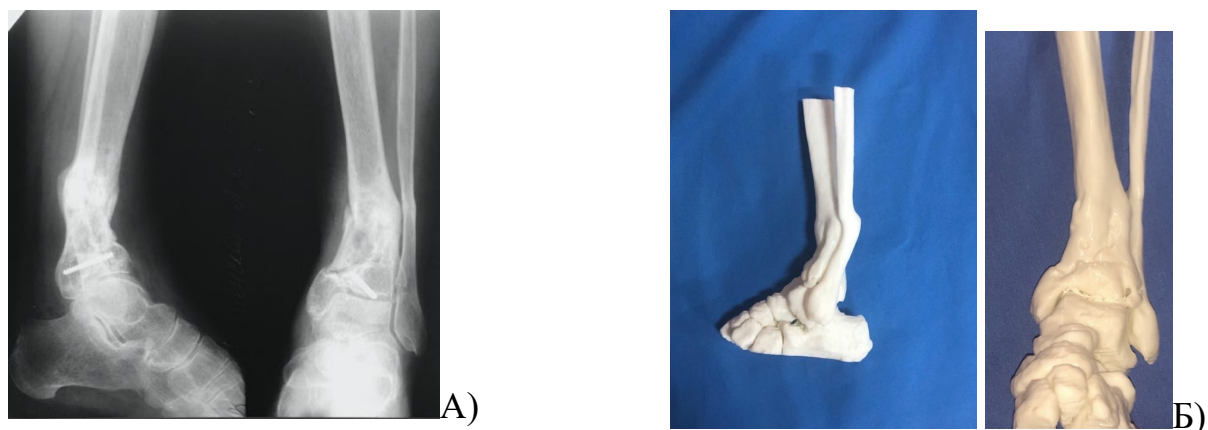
Фотовідбитки рентгенограм хворої М. (А) та загальний вигляд роздрукованої на 3D принті моделі пошкодженого сегменту (Б)
